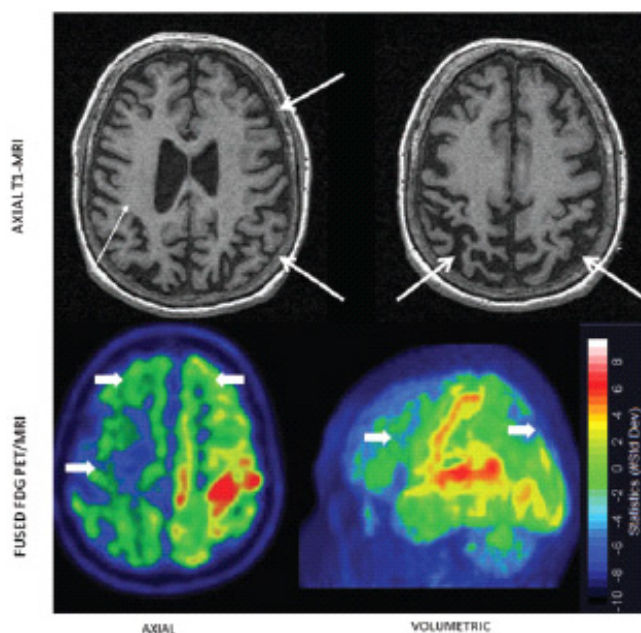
⁽³⁵⁾: degenerazione cortico-basale (CBD) - la T1 assiale mostra atrofia corticale diffusa asimmetrica (destra > sinistra). L'atrofia è più pronunciata nei lobi parietali e si estende nella parte posteriore del lobo frontale superiore. La PET e l'immagine simultanea di PET/RM mostrano ipometabolismo asimmetrico bilaterale fronto-temporo-parietale (destra > sinistra).
